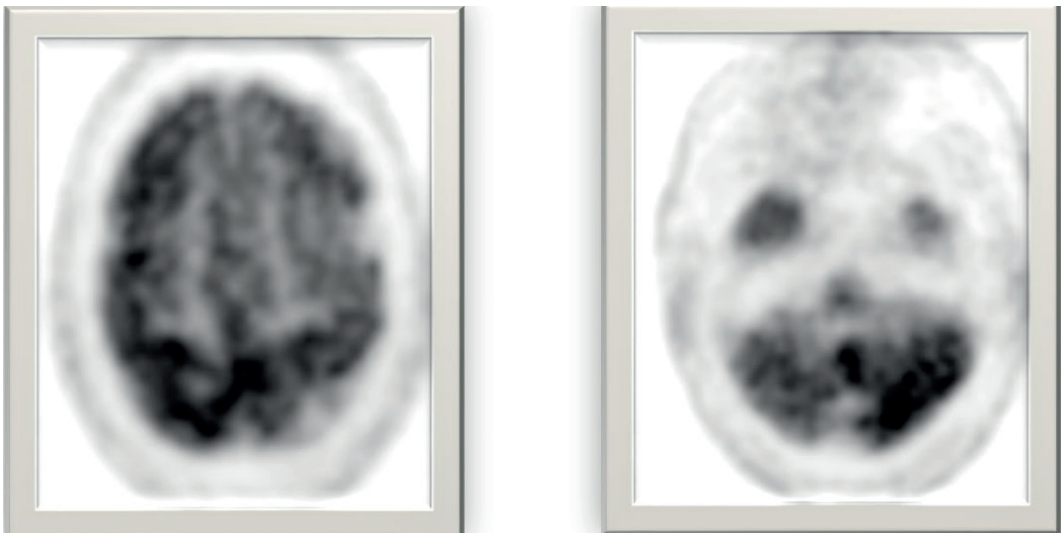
A: PET-FDG, axial image in the convexity, demonstrating hypometabolism of the left fronto-parietal cerebral cortex. B PET-FDG, axial image at cerebellum level demonstrating hypometabolism of the right cerebellar hemisphere.
